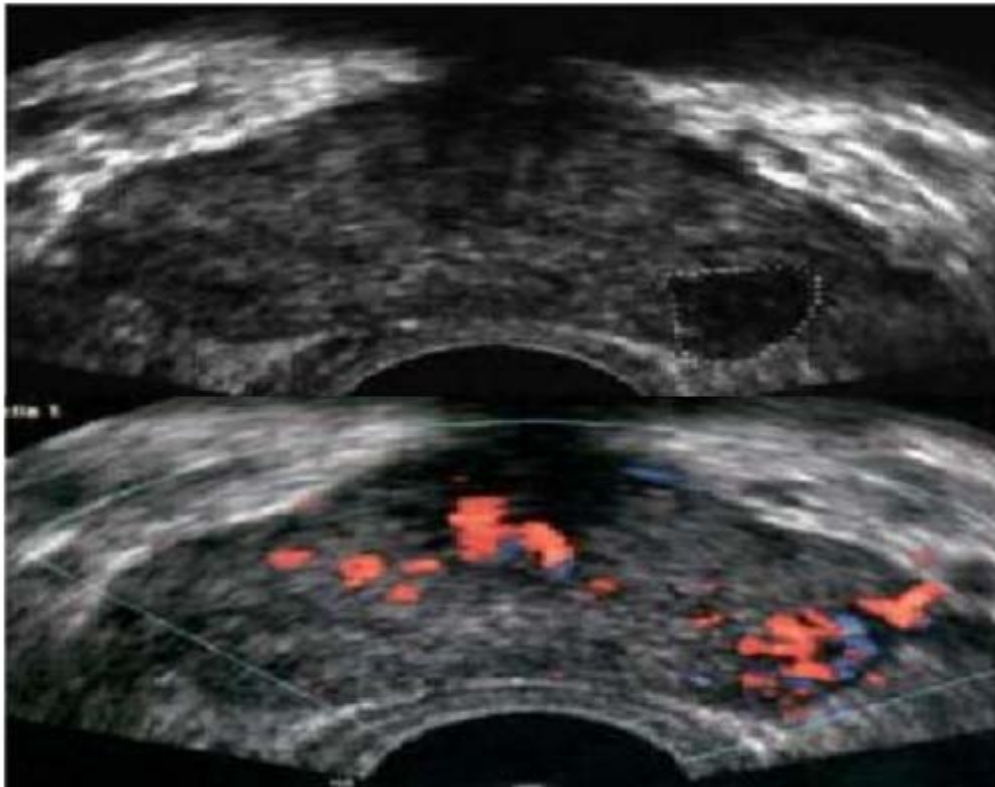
image hypoechogène prostatique hypervascularisée au doppler
